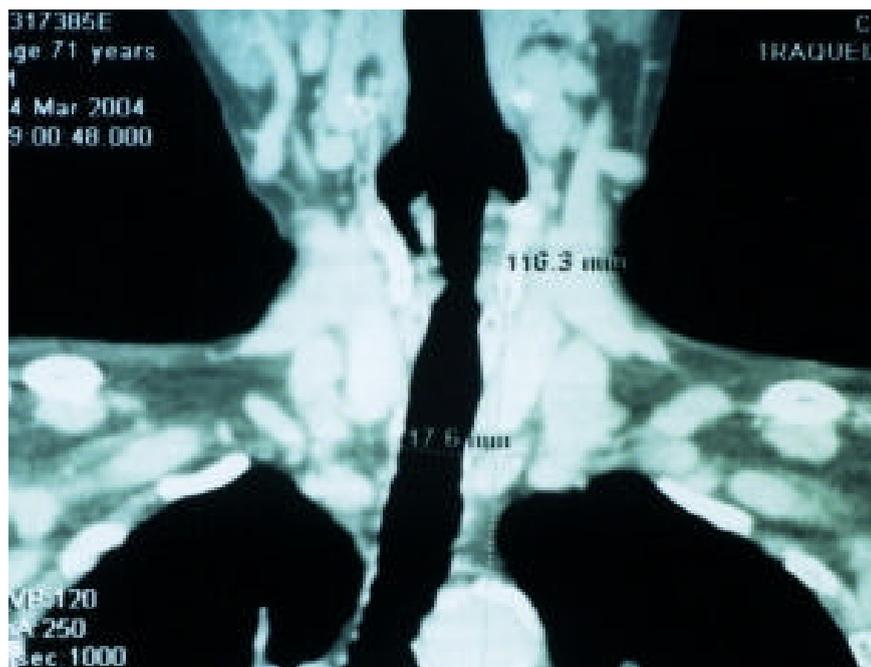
CT traquéia pós retirada de stent, pós LAP + LBP.
